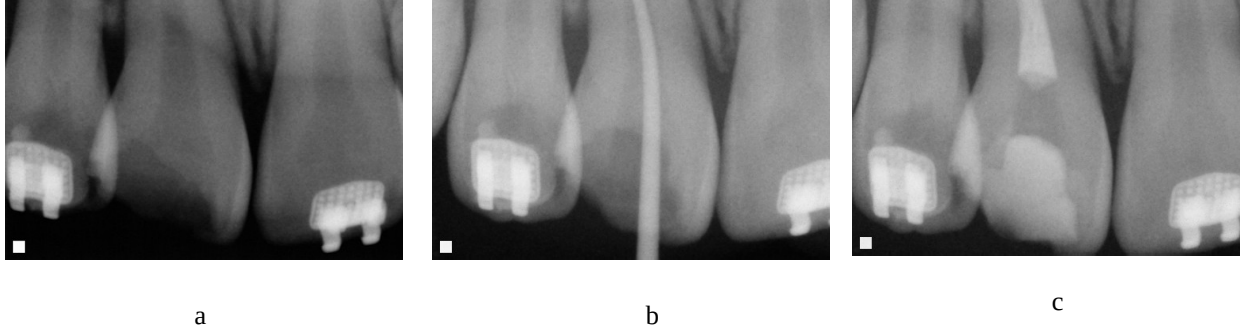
Endodoncia de incisivo central superior derecho con raíz dilacerada. A. Radiografía inicial. B. Conductometría (19 mm). C. Obturación (Gutapercha Hygienic 35/04, cemento MTA-FILLAPEX biocerámico).
